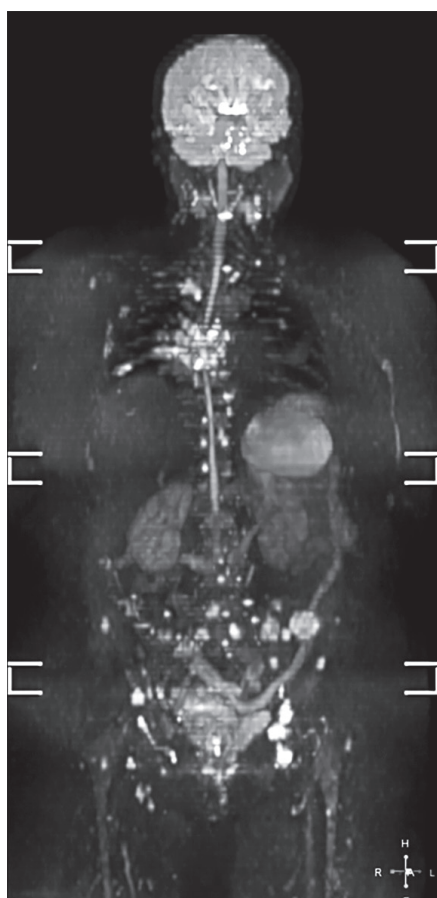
Investigația IRM în regim DWI_BS (pseudo PET-CT, corp integru). Se atestă afectarea metastatică a scheletului, cu prezența de focare patologice infra-supra-centimetrice la nivelul oaselor bazinului, coloanei vertebrale (masiv la nivelul dorsal mediu) și grilajului costal. În anamneză Cr mamamar.
